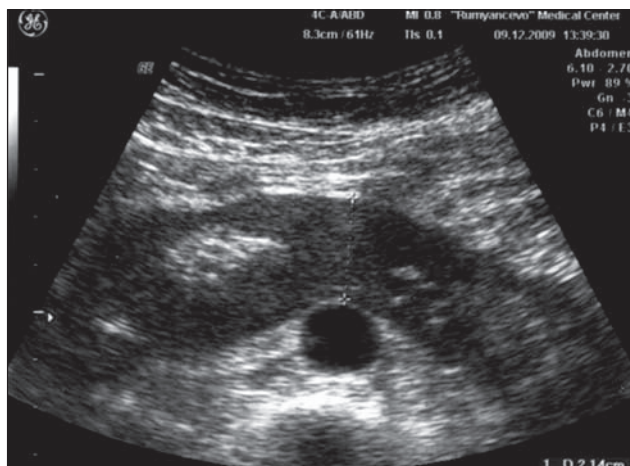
Подковообразная почка. Трансабдоминальное УЗИ, поперечный срез
